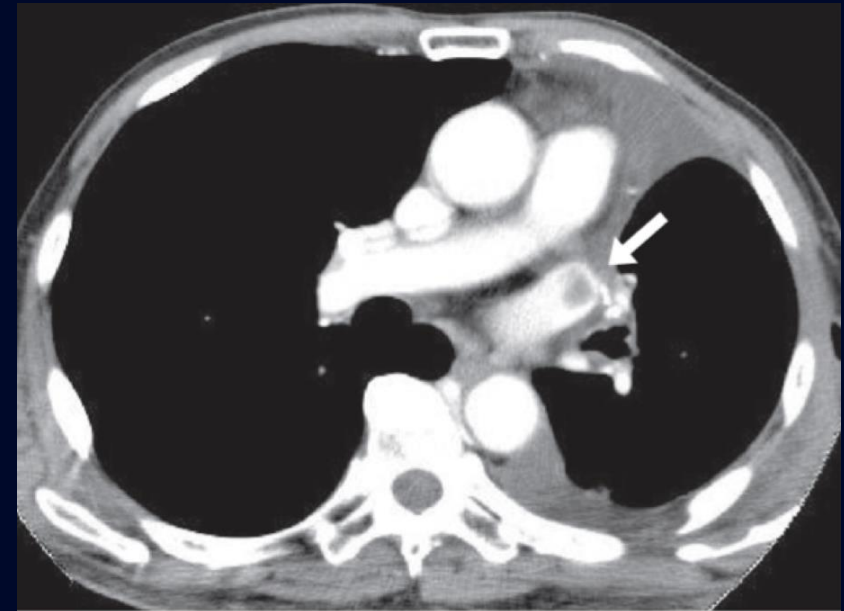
CT scan of the chest with IV contrast
